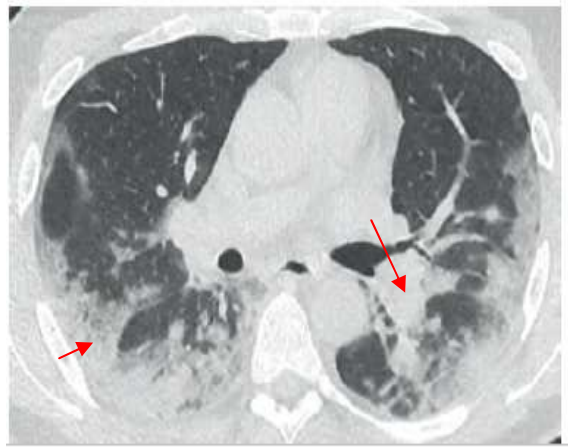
TDM thoracique visualisant des plages de verre dépoli bilatérales, périphériques et centrales évoquant les lésions pulmonaires de la maladie à covid 19.
